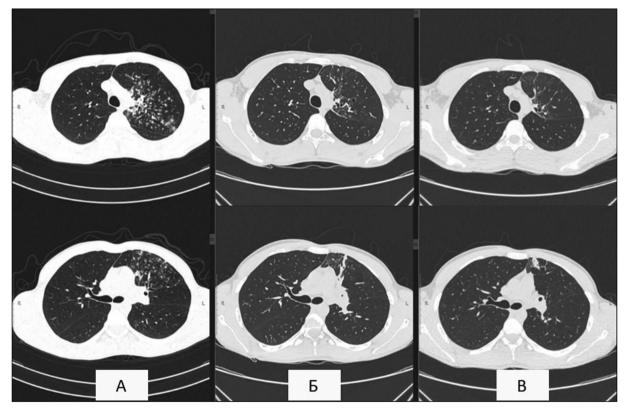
Рентгенологическая динамика (A – 06.01.2021 г., Б – 11.06.2021 г., В – 17.08.2021 г.)
